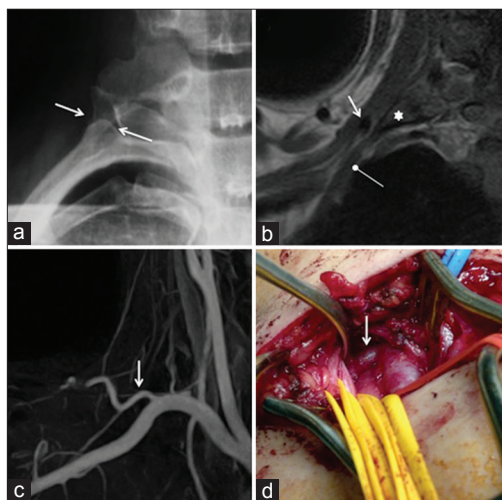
Outlet Torácico vascular arterial (caso #5 Tabla #1). (a) Rx frente. Muestra una costilla cervical (flechas), (b) Coronal T1. Demuestra la relación de la costilla cervical (estrella) con el tronco inferior del plexo braquial (flecha con punta redonda) y con la arteria escapular dorsal (flecha), (c) Angioresonancia. Evidencia una arteria escapular posterior prominente, (d) Foto quirúrgica en la que se exhibe la arteria mencionada (flecha blanca)
